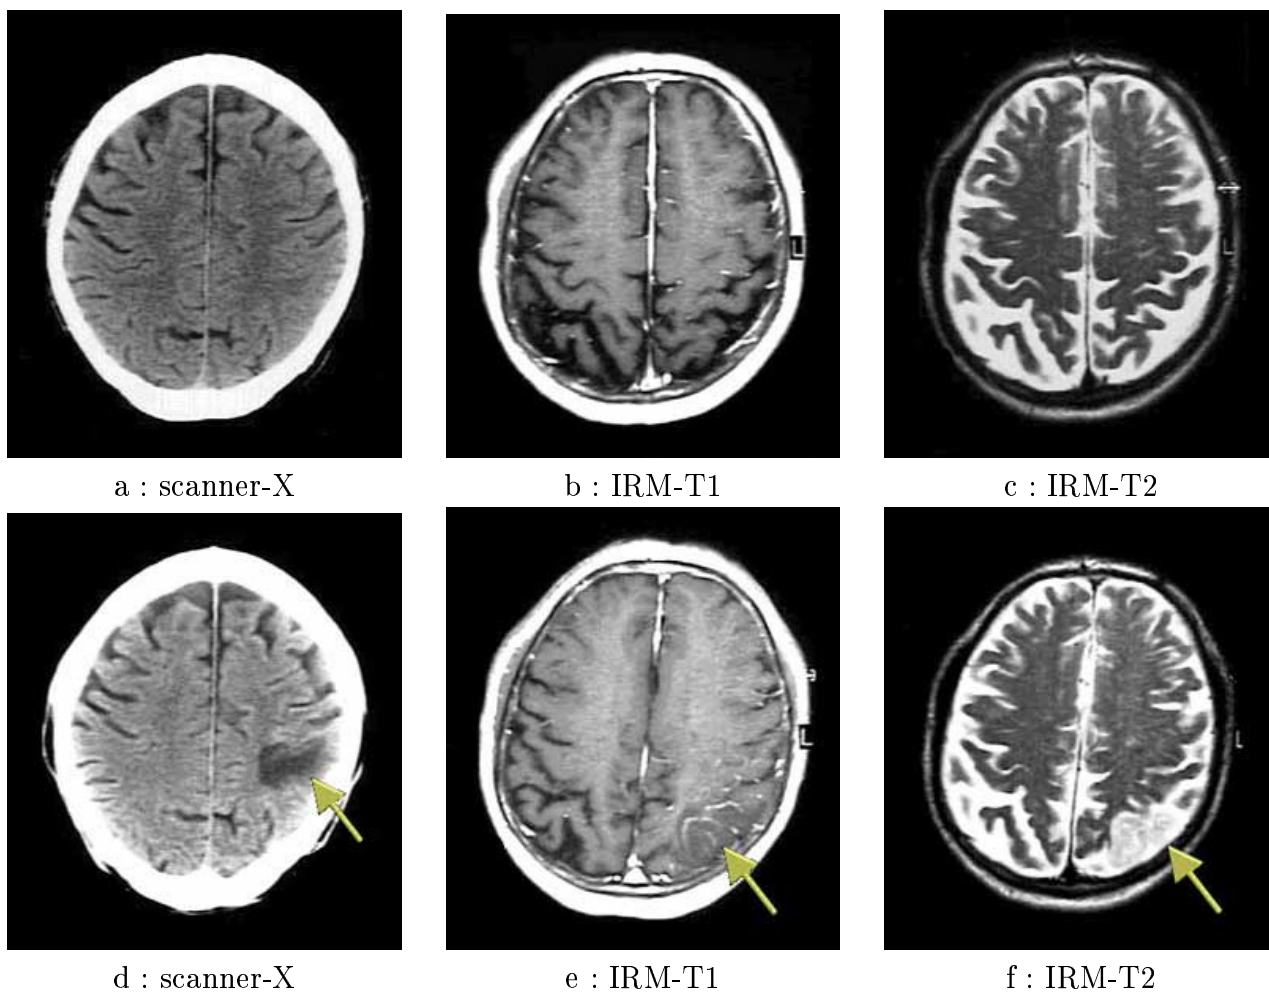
Évolution d'un infarctus : comparaison entre l'IRM (b,c,e,f) et le scanner-X (CT) (a,d). Dans un premier examen, en phase aiguë sur (a,b,c), l'infarctus n'est pas visible. Lors du deuxième examen (d,e,f), un mois plus tard, l'infarctus pariétal gauche est clairement visible au scanner-X et à l'IRM. Les images T1 sont prises avec un produit de contraste. (source : strokecenter.org)
